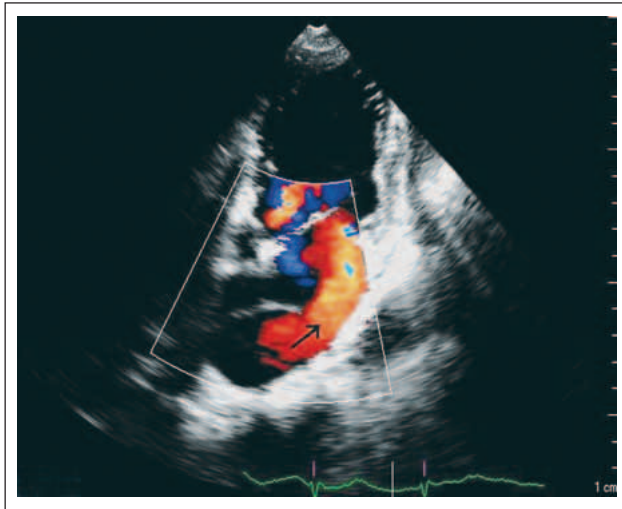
Farbdoppler im Vierkammerblick. Pfeil in Richtung der lateral gelegenen Penetration in der Membran im linken Vorhof.
